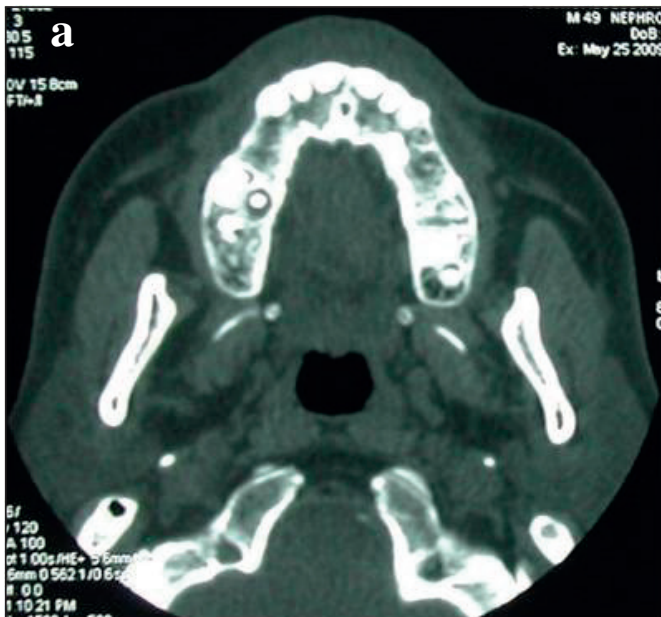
TDM préopératoire en coupes axiales montrant l'absence de lyse osseuse sous-jacente et l'extension lésionnelle dans les parties molles.
